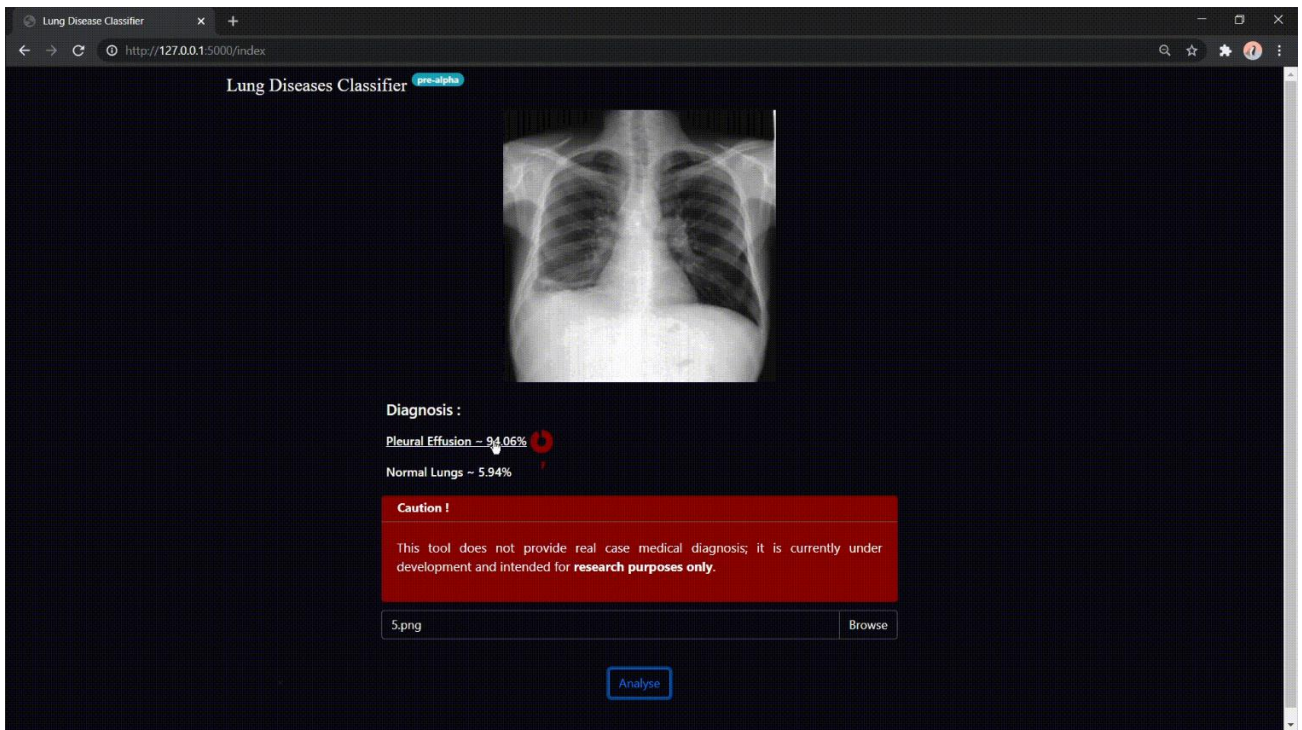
Інтерфейс вебзастосунку, що демонструє результат ідентифікації моделі щодо наявності пневмонічного запалення у рентгенівському зображенні
